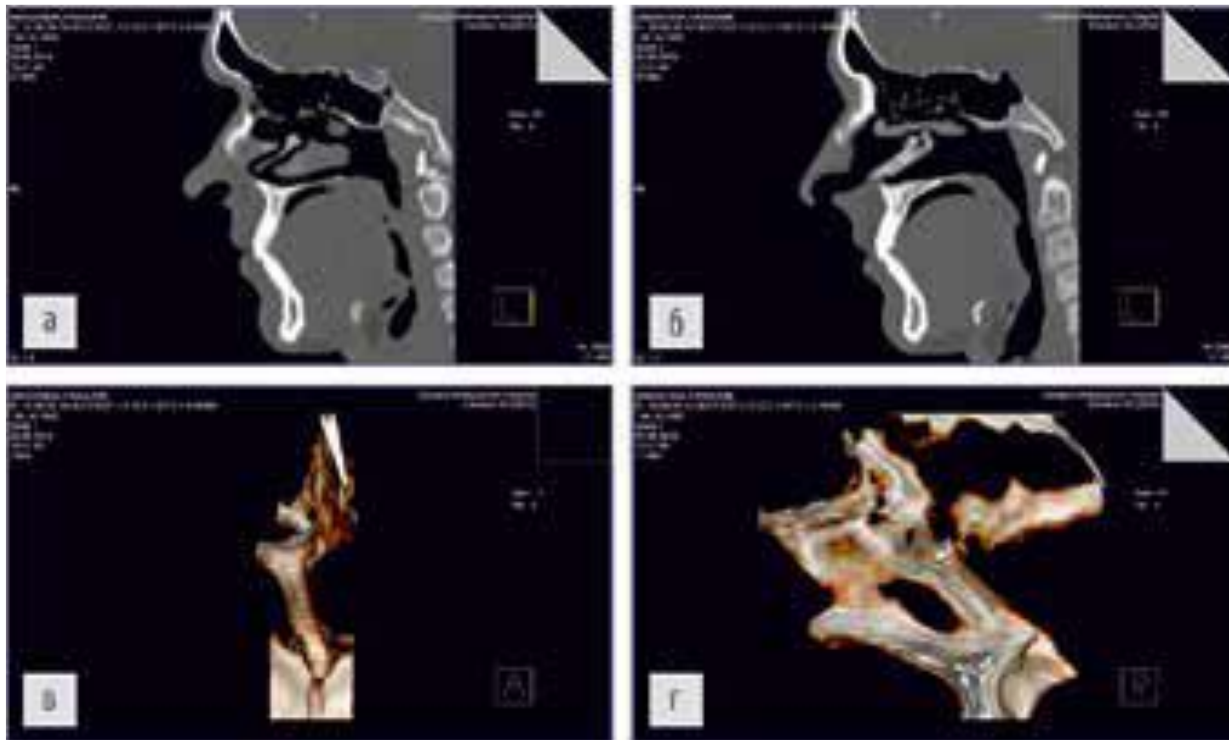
КТ носа в сагиттальном срезе и 3D-модели ИПН в костной части: а) сагиттальный срез: КШ расположен справа посередине от нижней носовой раковины, условно разделяет последнюю на две части; б) КШ виден в комплексе с патологическим костным гребнем и CNOM; в, г) 3D-модель ИПН в костной части (вид спереди и сбоку справа - выступающий шип)
